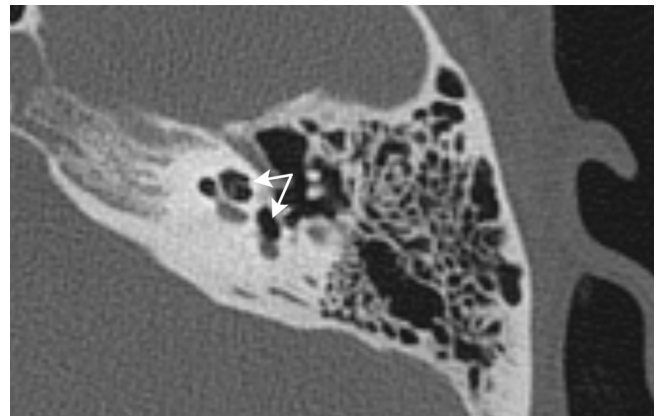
КТ левой височной кости пациентки К., 32 года, при поступлении: стрелками показано наличие воздуха в улитке и преддверии
